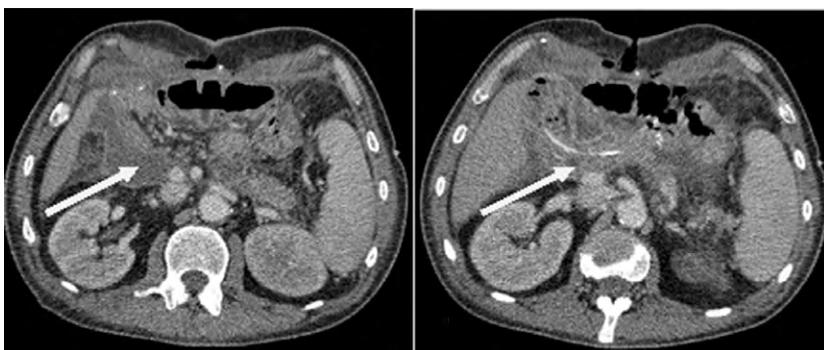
Компьютерная томограмма. А) Свободная жидкость в области ПЕА.
